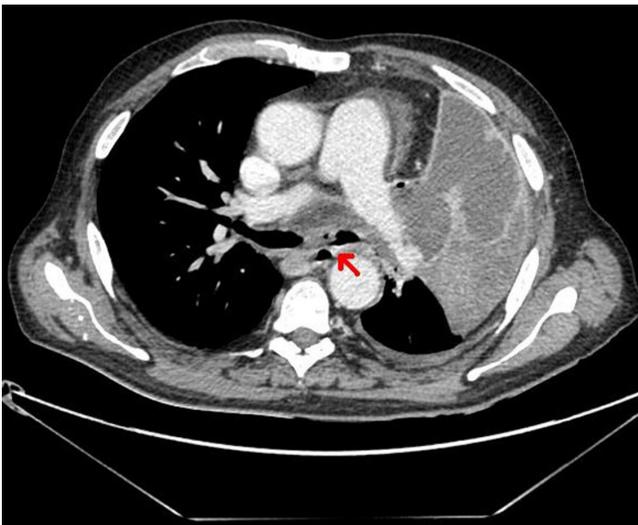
Imagen de TAC que muestra la comunicación entre el esófago y el bronquio asociada con una masa mediastínica.
